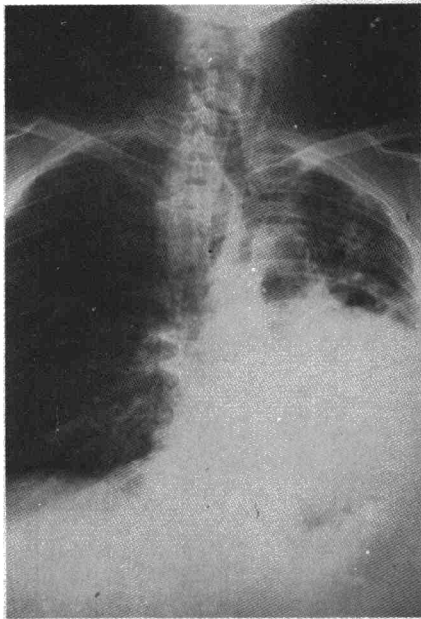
Radiografía P-A de tórax correspondiente al caso 3.
